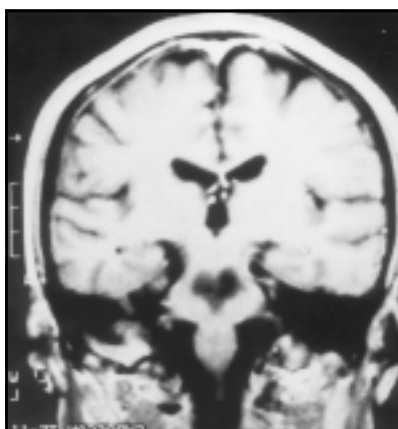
Ressonância magnética, ponderada em T1, no plano axial, mostrando a presença de área de hipo-sinal na região pontina central.
